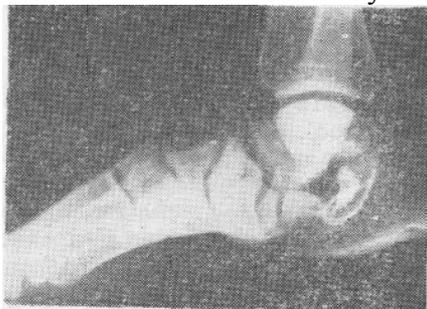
Боковая рентгенограмма того же больного до лечения.
